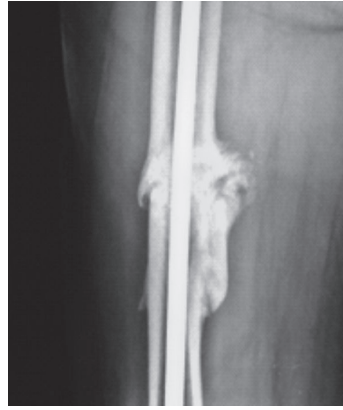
B. Radiografía del fémur derecho. Observese la formación inicial del callo óseo. Véase explicaciones en el texto
